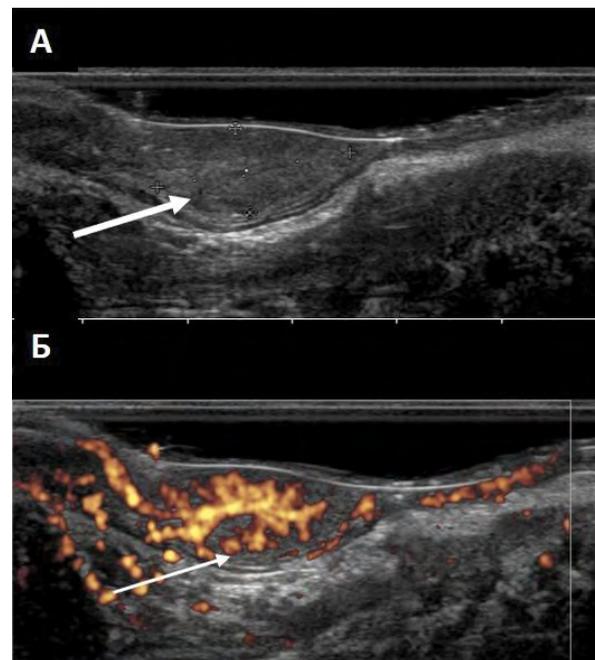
Echogram of adenoma (pT0). A – ERUS in B-mode, the arrow marks the adenoma. Б – ERUS with power Doppler – branching vascular pattern are determined in the tissue of adenoma (arrow).
